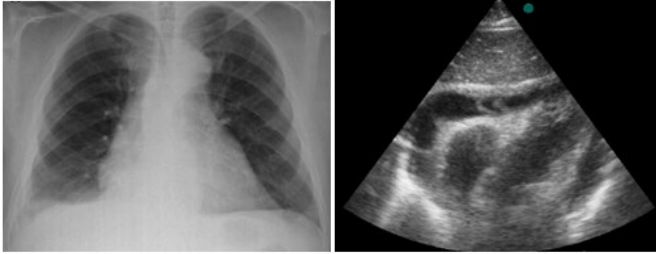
A: Radiografía de tórax anteroposterior que muestra cardiomegalia, elongación aórtica con ateromatosis. B: Derrame pericárdico severo con tractos fibrosos en su interior.
